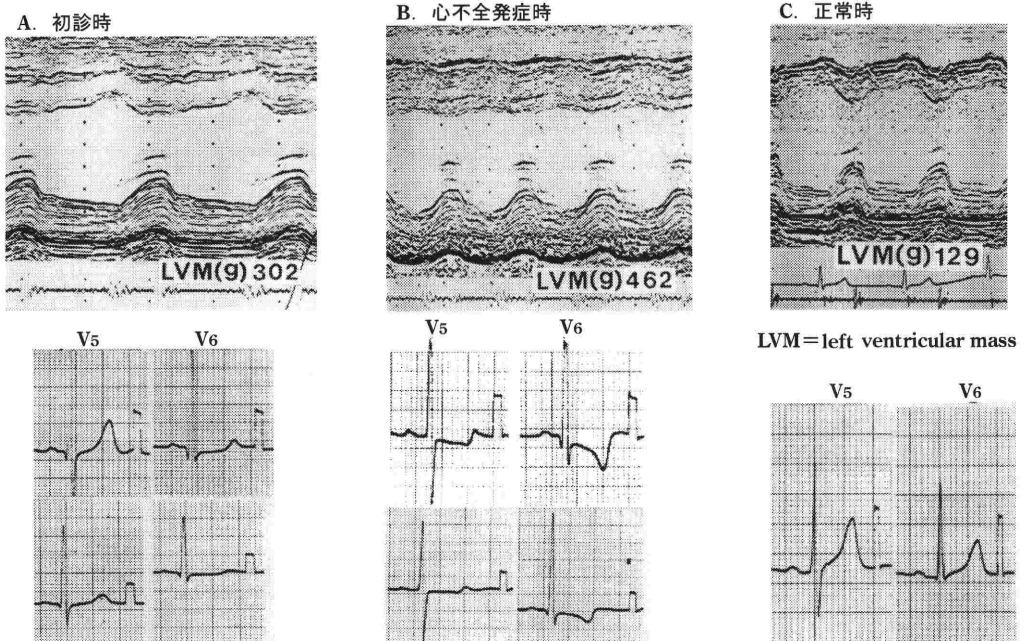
高血圧性心肥大に伴う心エコー図と心電図の変化
